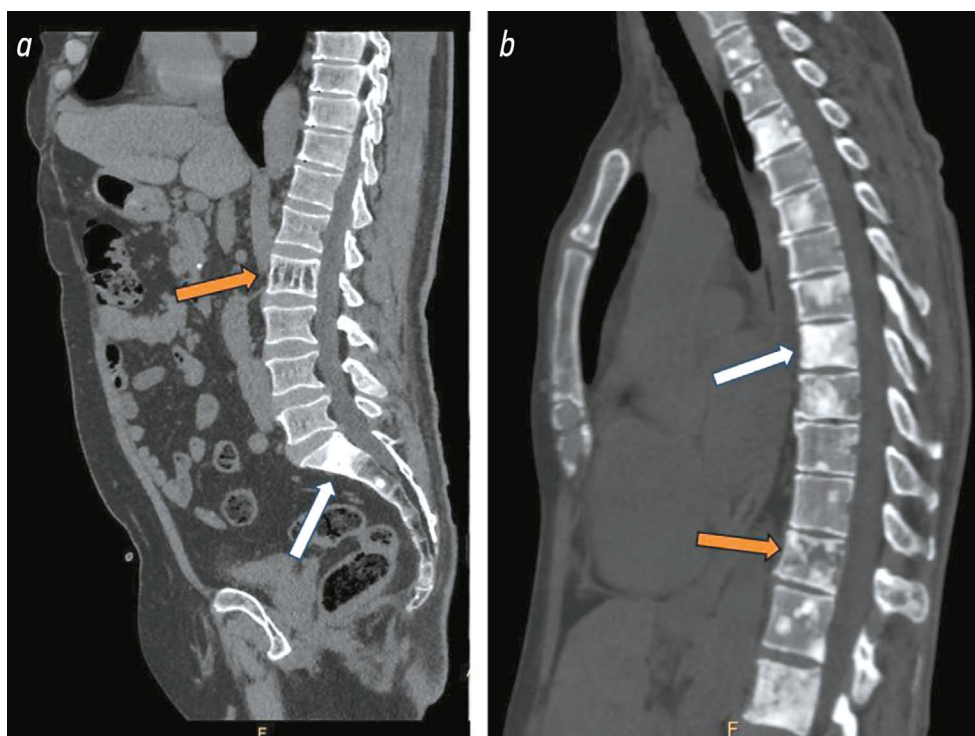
a* — мультиспиральная компьютерная томография поясничного отдела позвоночника, сагиттальный срез: остеобластические очаги в телах S1-, S2-позвонков (белая стрелка), гемангиома в теле L2-позвонка (оранжевая стрелка); *b* — мультиспиральная компьютерная томография грудного отдела позвоночника, сагиттальный срез: остеобластические очаги в телах грудных позвонков (белая стрелка), смешанный очаг в теле Th12-позвонка (оранжевая стрелка).
